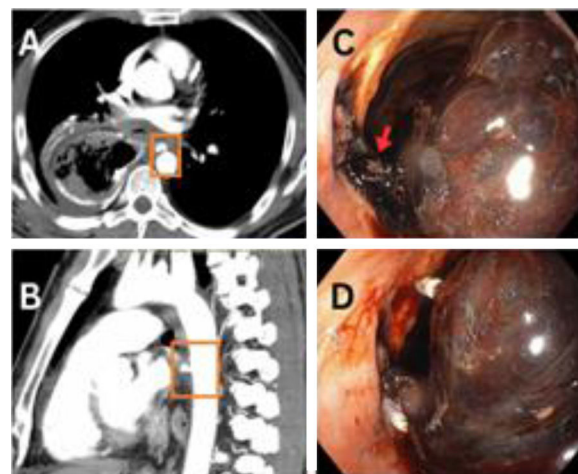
Vista axial (A) y sagital (B) de la TC inicial, mostrando comunicaciones fistulosas entre la aorta y el conducto gástrico. C) Imagen endoscópica que muestra un hematoma (flecha roja) y algo de sangrado activo en el sitio de la fístula. D) Imagen endoscópica que muestra el intento de colocación de endoclip (clips blancos).
